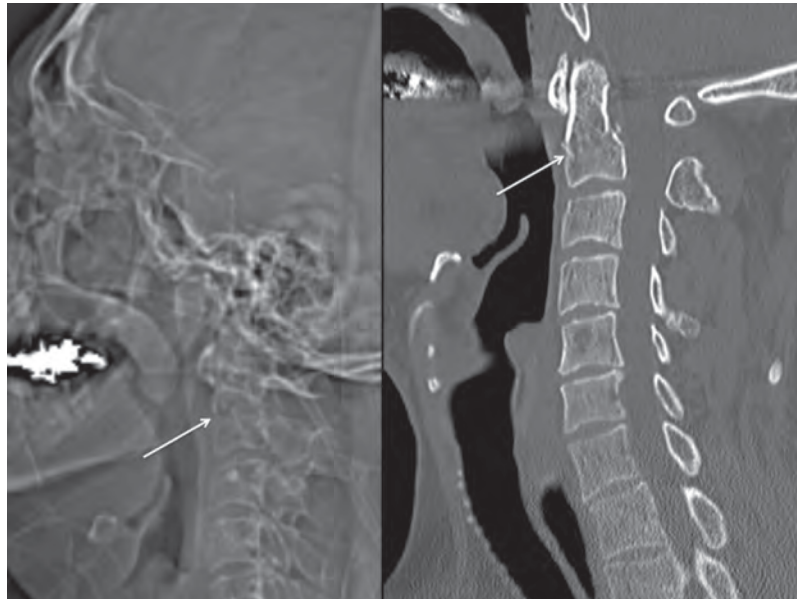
The scout radiograph on this patient presenting following a fall had an unenhanced computed tomography head. Irregularity of the odontoid C2 vertebrae was viewed as suspicious and the subsequent dedicated computed tomography cervical spine confirmed a fracture (white arrows).
